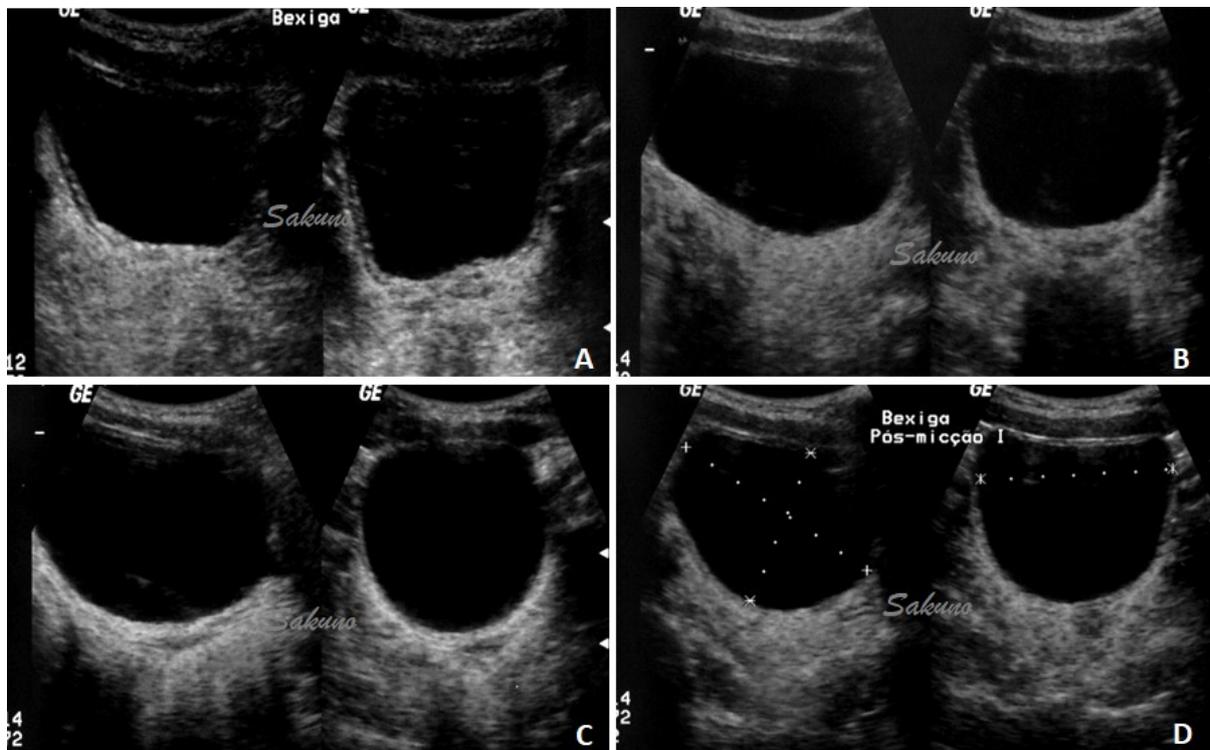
Ultrassonografia dinâmica das vias urinárias em paciente com disfunção vesicoesfincteriana. (A) Início do enchimento vesical mostrando a bexiga com paredes espessadas. (B) Durante o enchimento vesical apresentando contração do detrusor sem perda urinária. (C) Contração do detrusor com abertura do esfíncter e perda urinária. (D) Fase de esvaziamento vesical, apresentando importante resíduo pós-miccional.
